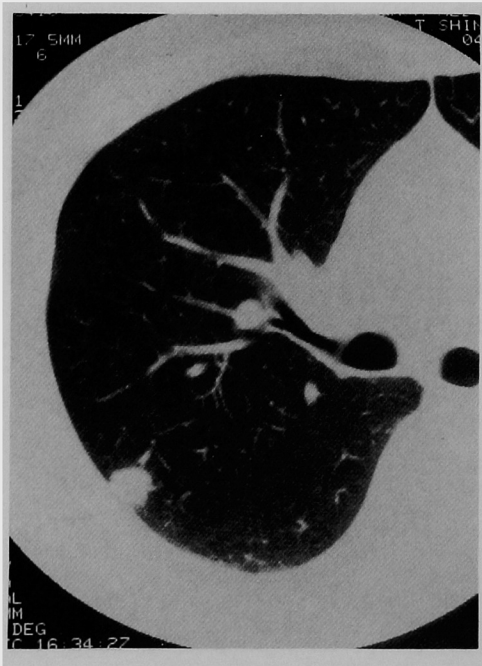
CT, S<sup>2</sup>の胸壁に接する結節影へ向かい静脈が入っている。
